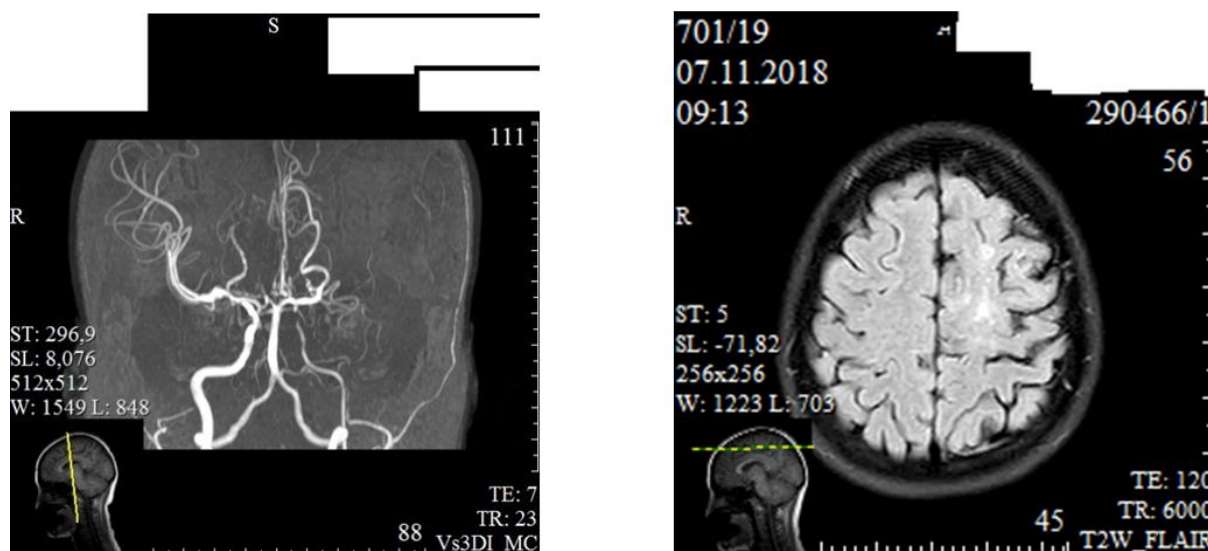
Гипоплазия левой ВСА (1), СМА по данным МРА и лакунарный инфаркт на фоне участков энцефаломалации в левой лобной доле по данным МРТ (2).
